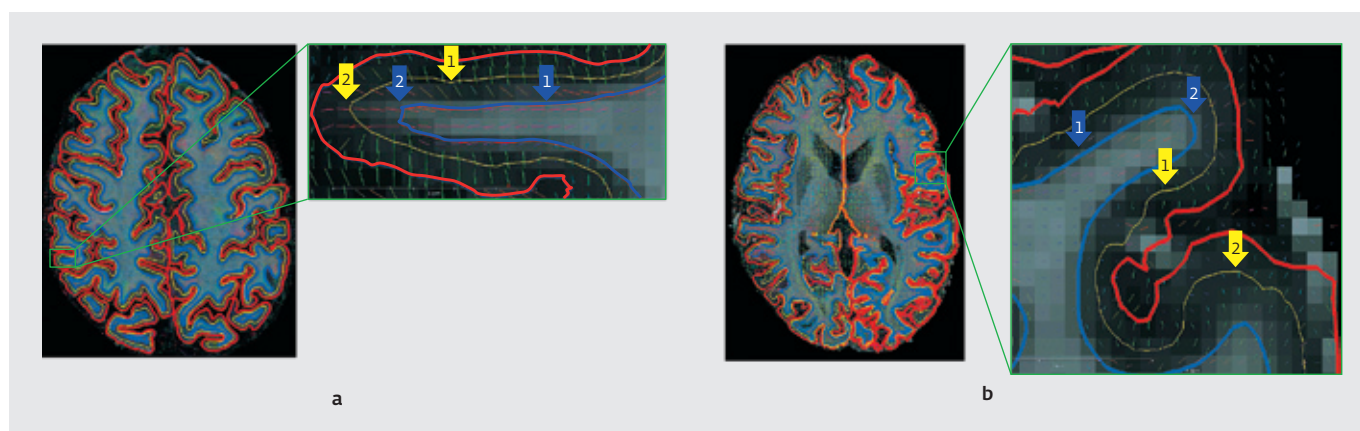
ROI-изображения MP-RAGE с наложенными контурами GM-WM (синий), GM-CSF (красный) и медиальный GM (желтый). Палочки с цветовой кодировкой представляют поле главного собственного вектора тензора диффузии, которое демонстрирует различную направленность относительно поверхностей. Стрелка 1 указывает на откосы, а стрелка 2 указывает на вершину извилины. Основные поля собственных векторов диффузии рассчитываются в извилине (a) и первичной соматосенсорной и моторной коре (b)
